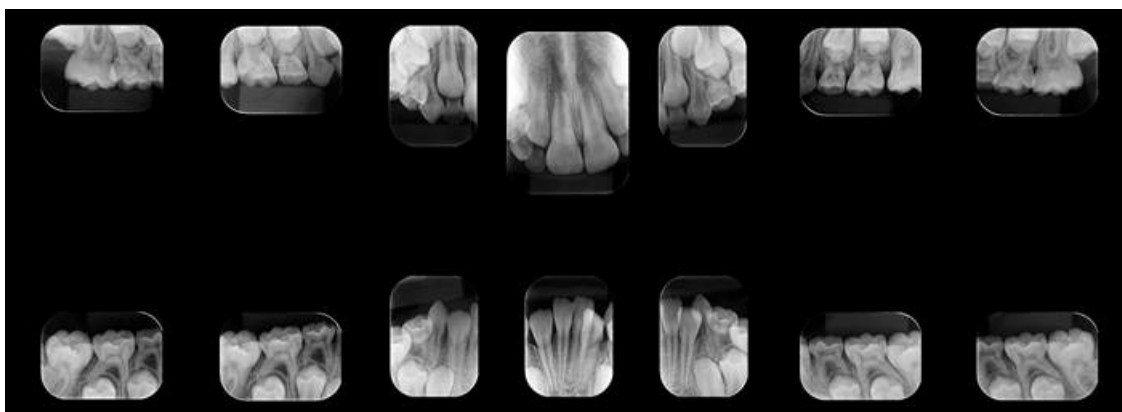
Radiografias periapicais de boca completa aos 8 anos, sem alterações.
